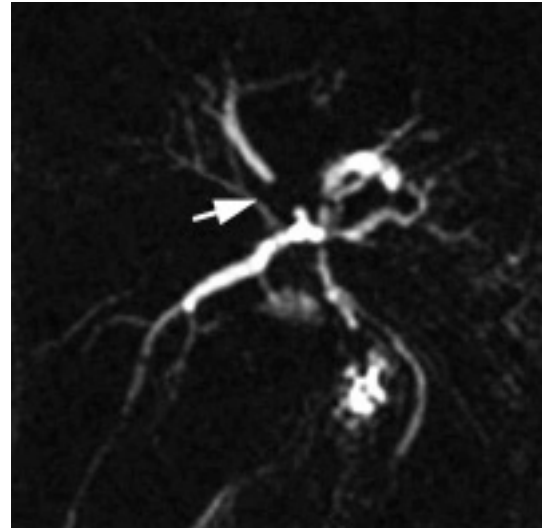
CP-IRM : sténose d'une VBIH suite à un traumatisme abdominal par arme blanche (flèche), (séquence SS-FSE, coupe frontale de 20 mm d'épaisseur, TE eff 800 msec).
